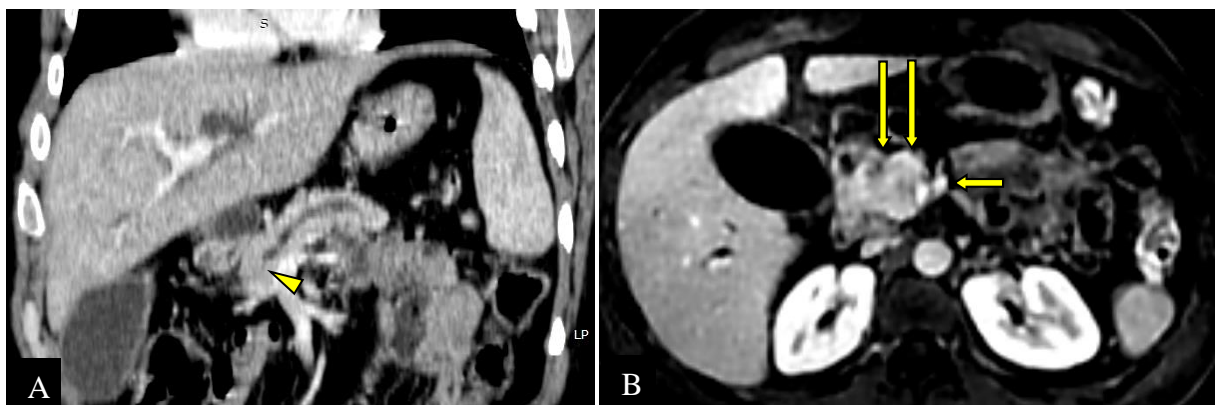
ADCP résécable (*) chez un homme de 34 ans opéré. À la TDM (A) on note une dilatation du CPP en amont d'une sténose serrée sans visualisation de masse (tête de flèche). La séquence T1 injectée d'IRM (B) objective une masse céphalique hypovasculaire (flèches longues), arrivant au contact avec la VMS (tête de flèche) sur 180°, sans irrégularité pariétale. La 1^{re} veine jéjunale est haute et respectée (flèche courte B). DPC réalisée avec résection d'une collerette de la VMS sans reconstruction vasculaire et R0 post-opératoire (CHUC).
